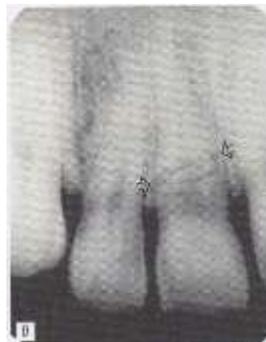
Radiografía Dentoalveolar
